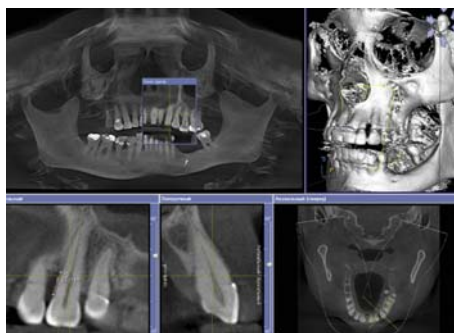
ХГП тяжелой степени тяжести. ЗД КТ, верхняя челюсть.
